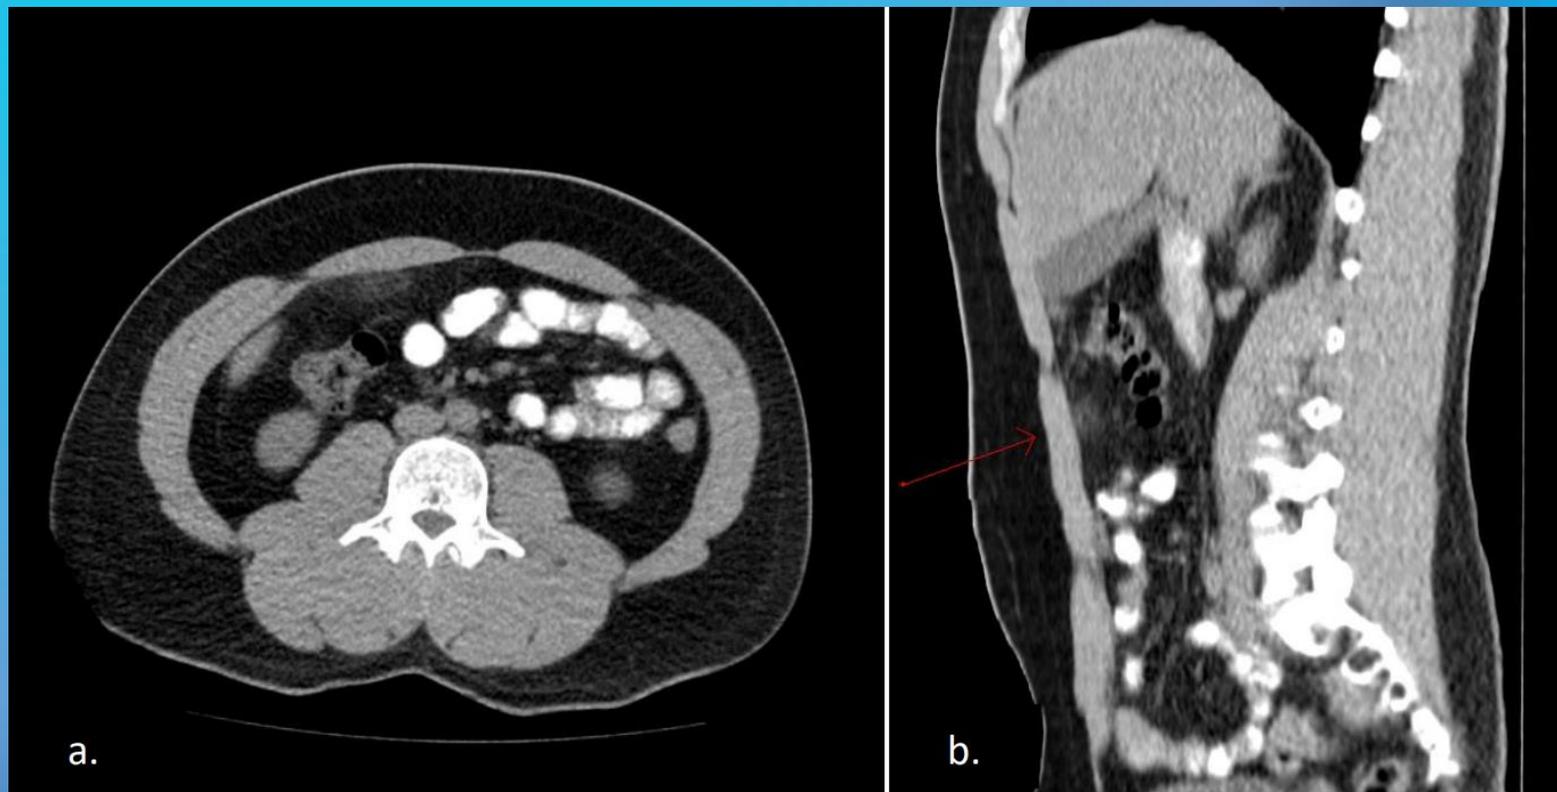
Infarto omental en masculino de 26 años. Imagen de TC con contraste oral, en planos axial (a) y sagital (b). Se identifica del lado derecho del epiplón, un área de sutil aumento de la atenuación de los planos grasos, mal delimitada, sin compromiso de asas intestinales ni peritoneo parietal.
